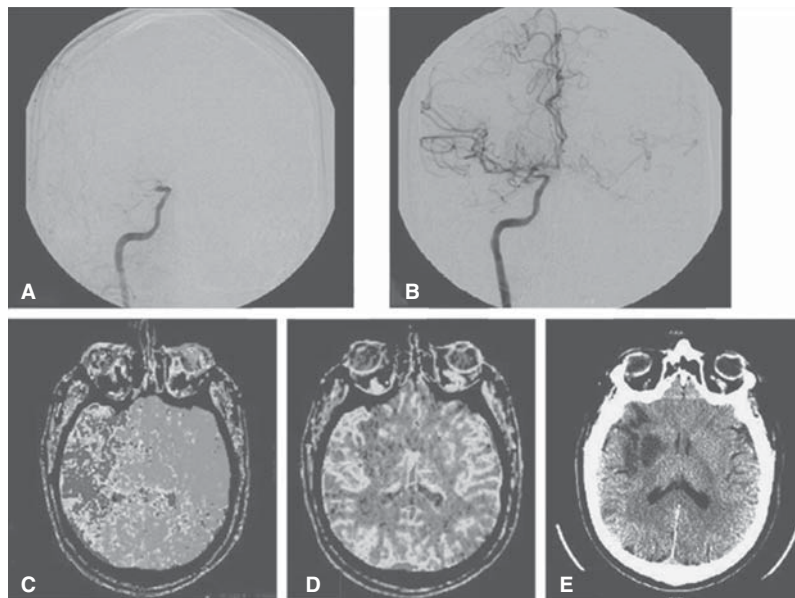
A) Angiografía cerebral por sustracción digital AP muestra oclusión proximal de la arteria cerebral media y arteria cerebral anterior derecha. B) Angiografía cerebral por sustracción digital donde se observa reperfusión de la arteria cerebral media por trombólisis mecánica. C) Mapa de TTM que muestra prolongación en todo el territorio de la arteria cerebral media derecha. D) Mapa de volumen cerebral sanguíneo que muestra disminución del volumen en la región gangliobasal. E) TC cerebral simple deja ver zona de infarto final equiparable a la reducción de volumen en mapa de volumen cerebral sanguíneo pretrombólisis.
